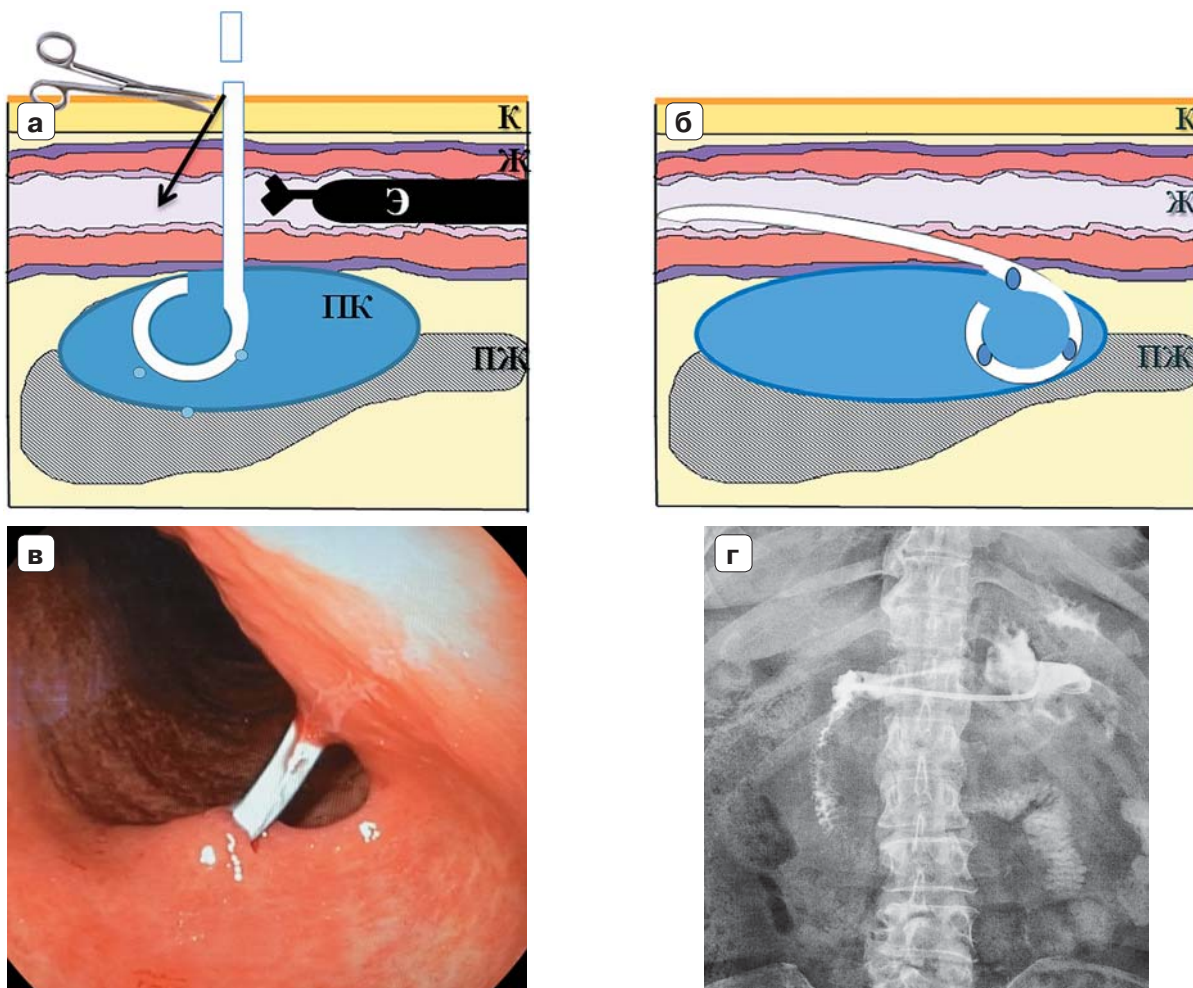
Этапы цистогастродуоденостомии: а – проксимальный сегмент дренажа псевдокисты ПЖ, установленный чрезкожно чрезжелудочно, отсечен; б – дренаж псевдокисты ПЖ эндоскопически переведен в ДПК; в – эндосфото, этап вмешательства; г – интраоперационная рентгенограмма, цистогастродуоденостома функционирует адекватно. К – кожа, Ж – желудок, ПЖ – поджелудочная железа, ПК – псевдокиста, Э – эндоскоп.
